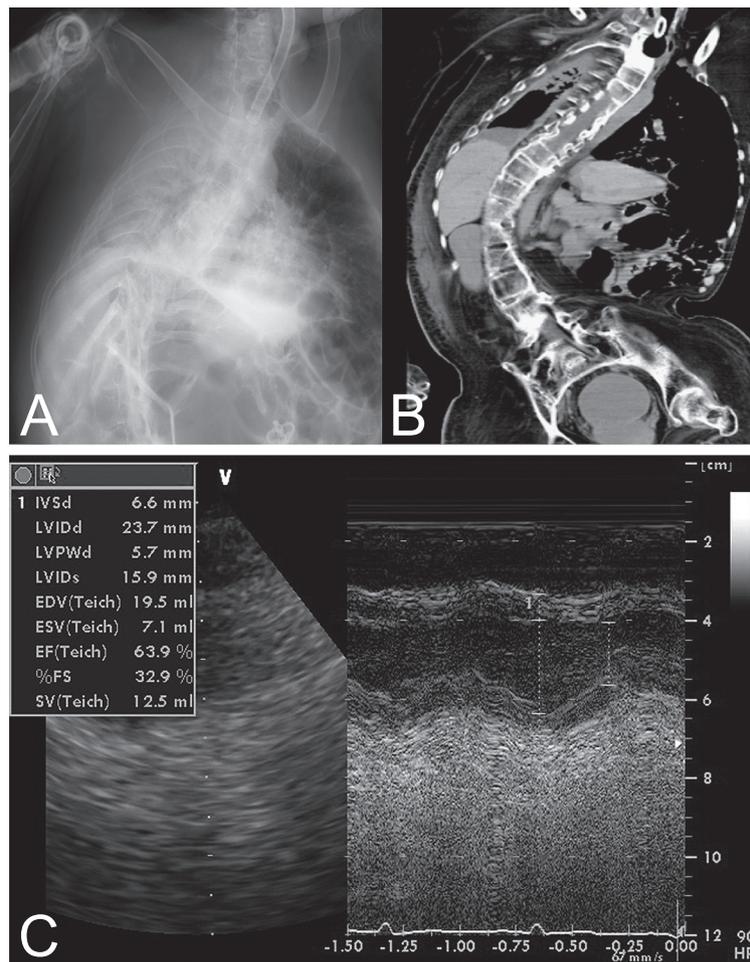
Chest X-ray, wholebody CT scan, and echocardiography of Case 1.
